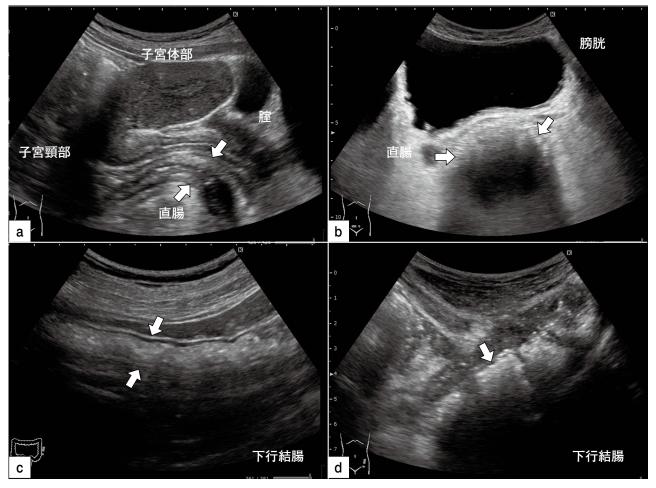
エコーによる直腸と下行結腸の評価(矢印はすべて大腸を指し,エコー画像の右側は患者の左側か尾側)
